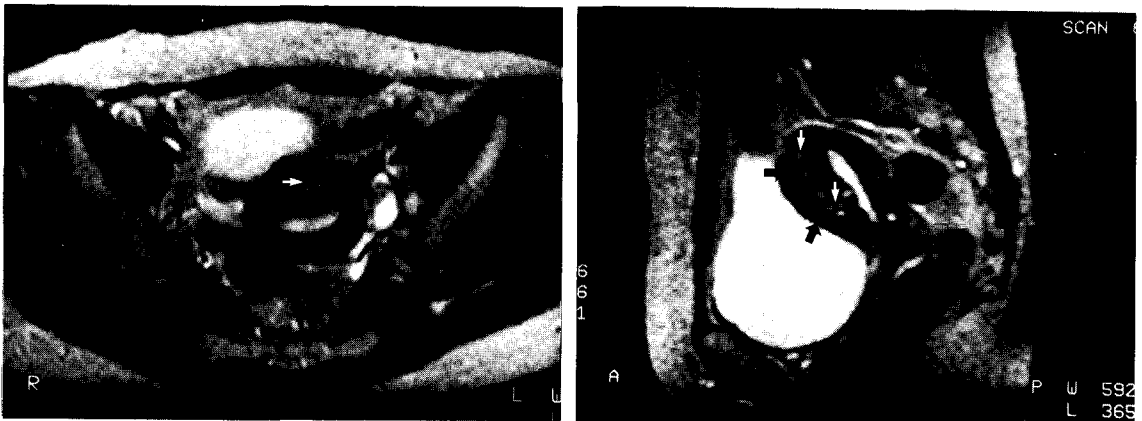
A 43-year-old patient with adenomyosis. T2-weighted axial(a) and sagittal(b) images show irregularity and widening of junctional zone(black arrows), with areas of high signal intensity in myometrium(white arrows).
